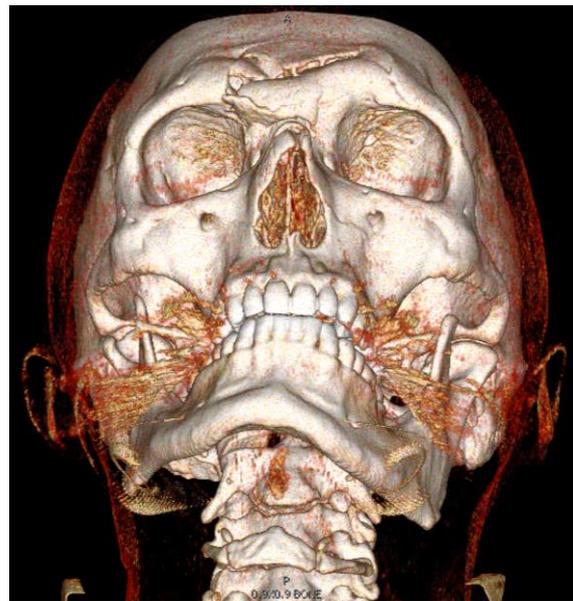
TDM 3D – Vue contre plongeante d'une fracture comminutive du sinus frontal
